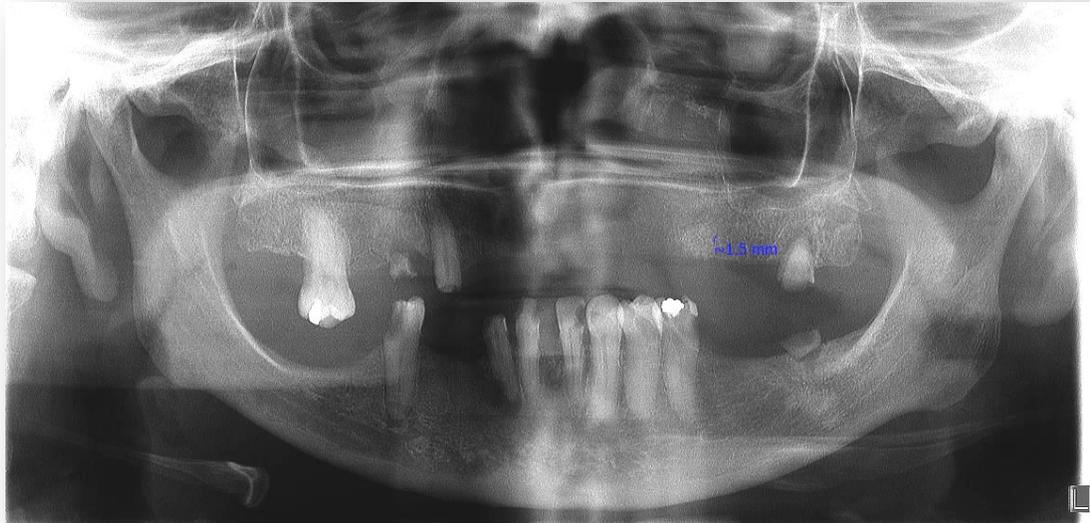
Radiografía panorámica postoperatoria (a 15 días posterior al acto quirúrgico). Fuente seminario de cirugía bucal, FO. UNAM, promoción 52
